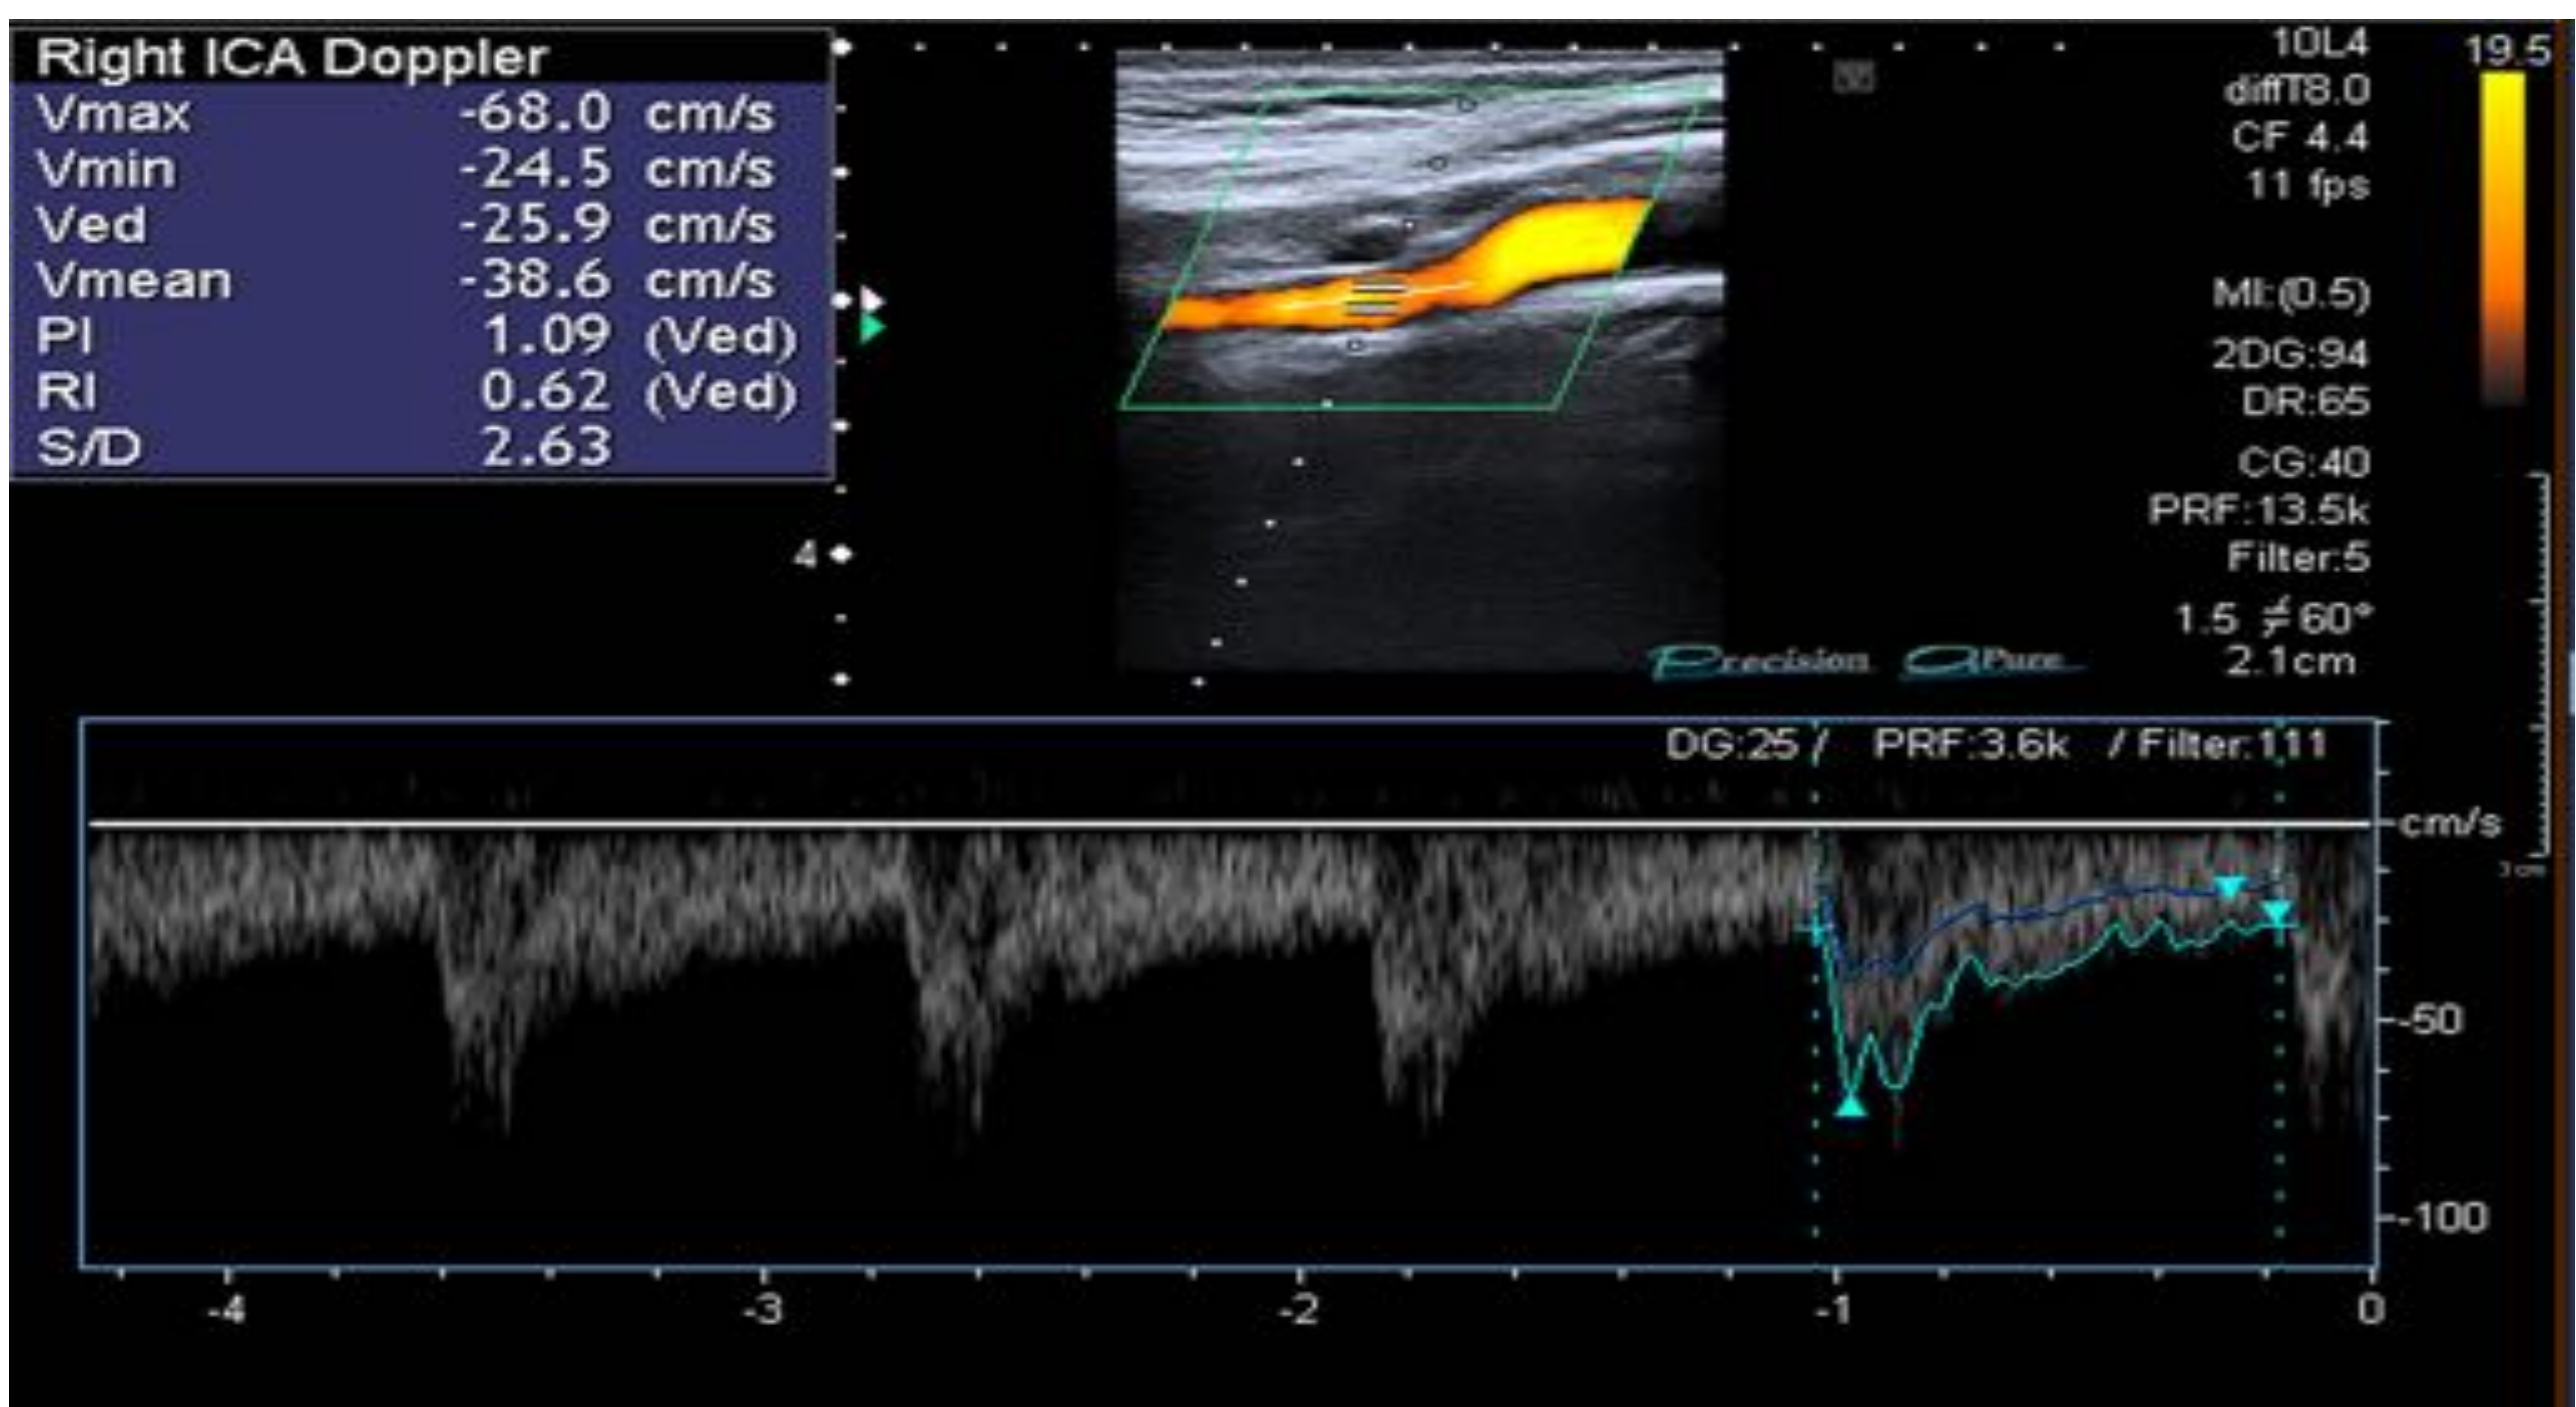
Ecografía Doppler troncos supraaórticos. Arteria carótida interna derecha que muestra la velocidad media normal.
